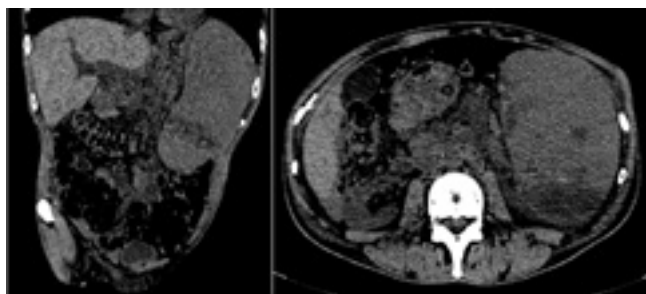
Corte Coronal e Sagital da TC realizada no 2º dia de internação, demonstrando esplenomegalia acompanhada de áreas hipodensas sugestivas de sangramento e infarto esplênico.
